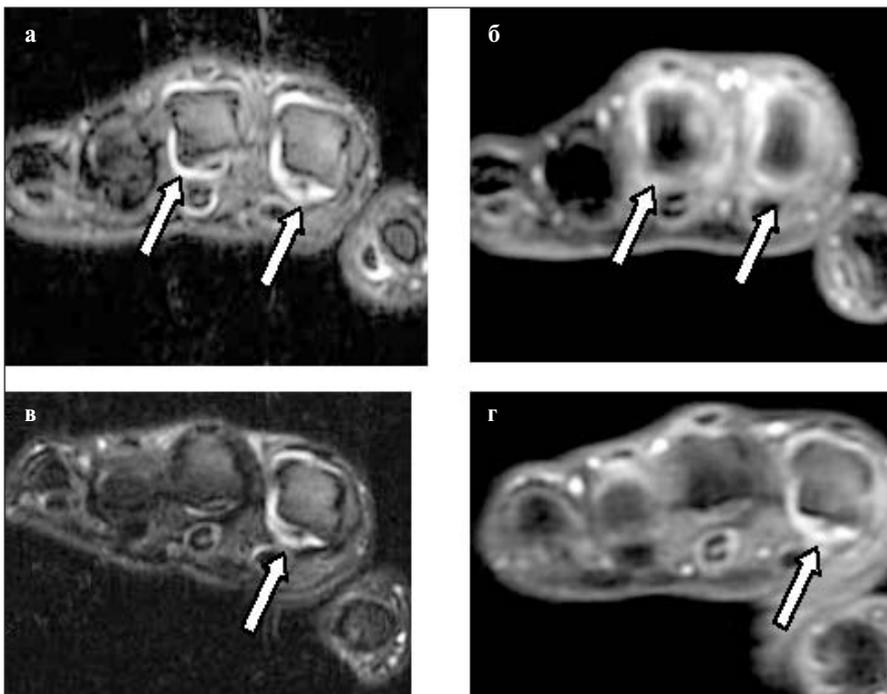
Пациентка Д., 39 лет. МРТ T2-взвешенные изображения (ВИ) FAT SAT, аксиальная плоскость, МРТ T1-ВИ FAT SAT + C, аксиальная плоскость: а, б – на момент начала терапии МТ + РТМ. Визуализируются патологический выпот в полости II–III пястно-фаланговых суставов, накопление контрастного препарата утолщенной синовией II–III пястно-фаланговых суставов (стрелки); в, г – в динамике, спустя 12 мес. Сохраняются умеренное количество патологического выпота в полости и избирательное накопление контрастного препарата утолщенной синовиальной оболочкой II пястно-фалангового сустава (стрелки)
